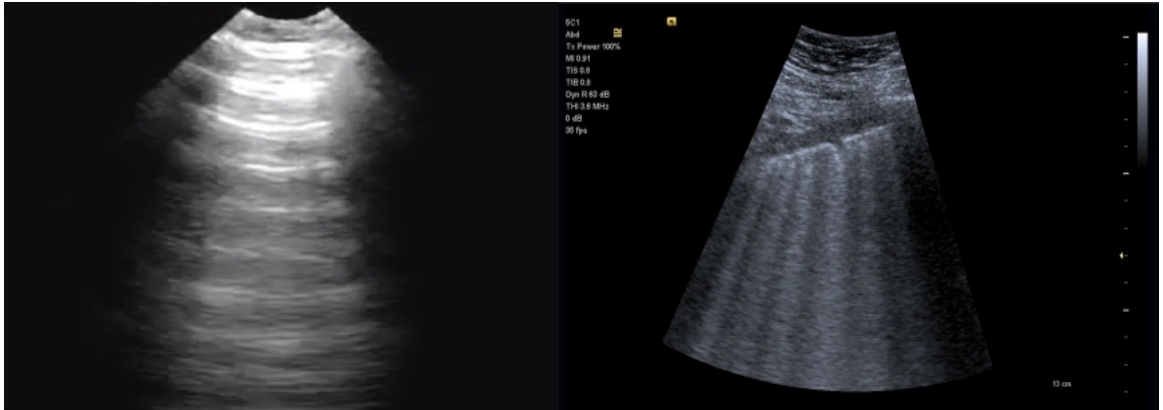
Ecografía pulmonar normal. Se observan línea pleural y líneas A. Caso cortesía del Dr David Carroll, Radiopaedia.org. From the case rID: 61382 (26).
